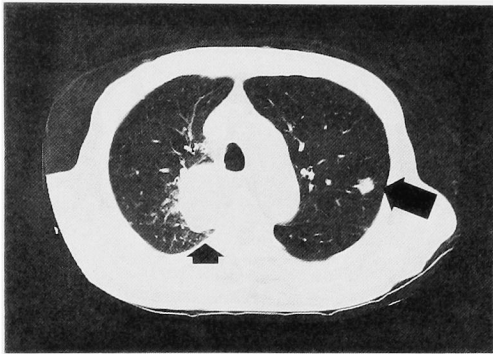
(upper). CT scans at level of the 6th thoracic vertebra before chemotherapy. The tumor right side to mediastinum is 5.6×3.8 cm and invades to vertebra (short arrow). The tumor in lt-S₂ is 1.5×1.5 cm (long arrow).
